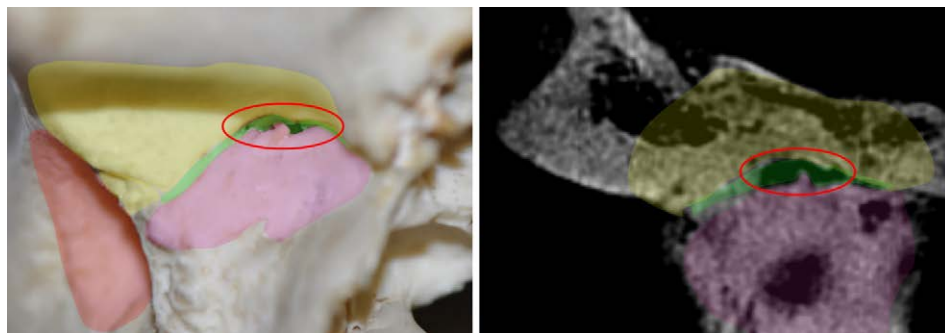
Fossa mandibolare: rosso, meato acustico; giallo, porzione anteriore della fossa mandibolare; verde, area della fessura petro-timpanica; cerchiato in rosso l'imbocco del canale del Civinini con la sottile spicola ossea che frequentemente lo suddivide in senso latero-mediale. A sinistra: visione antero-inferiore; a destra: TC cone beam, sezione coronale. Reperto del Museo di Antropologia dell'Università di Firenze.
